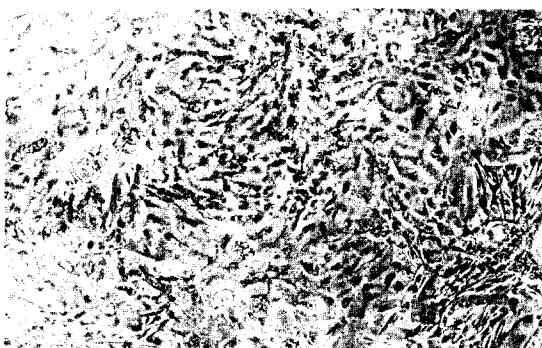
밀 차배양 10일경으로, 밀집된 단층세포층에 방추형 섬유아세포 증식이 두 군데 보인다($\times 100$).
